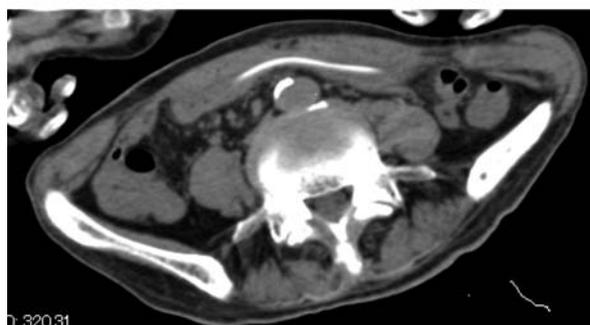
腹部骨盤部単純CT検査 (シャントチューブ抜去前)
